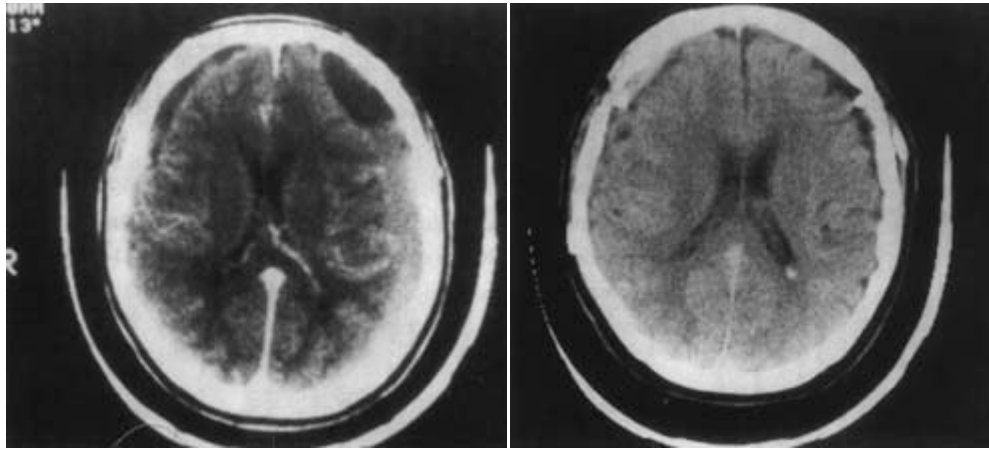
izquierda: TAC preoperatorio de un hematoma subdural subagudo post-traumático.
